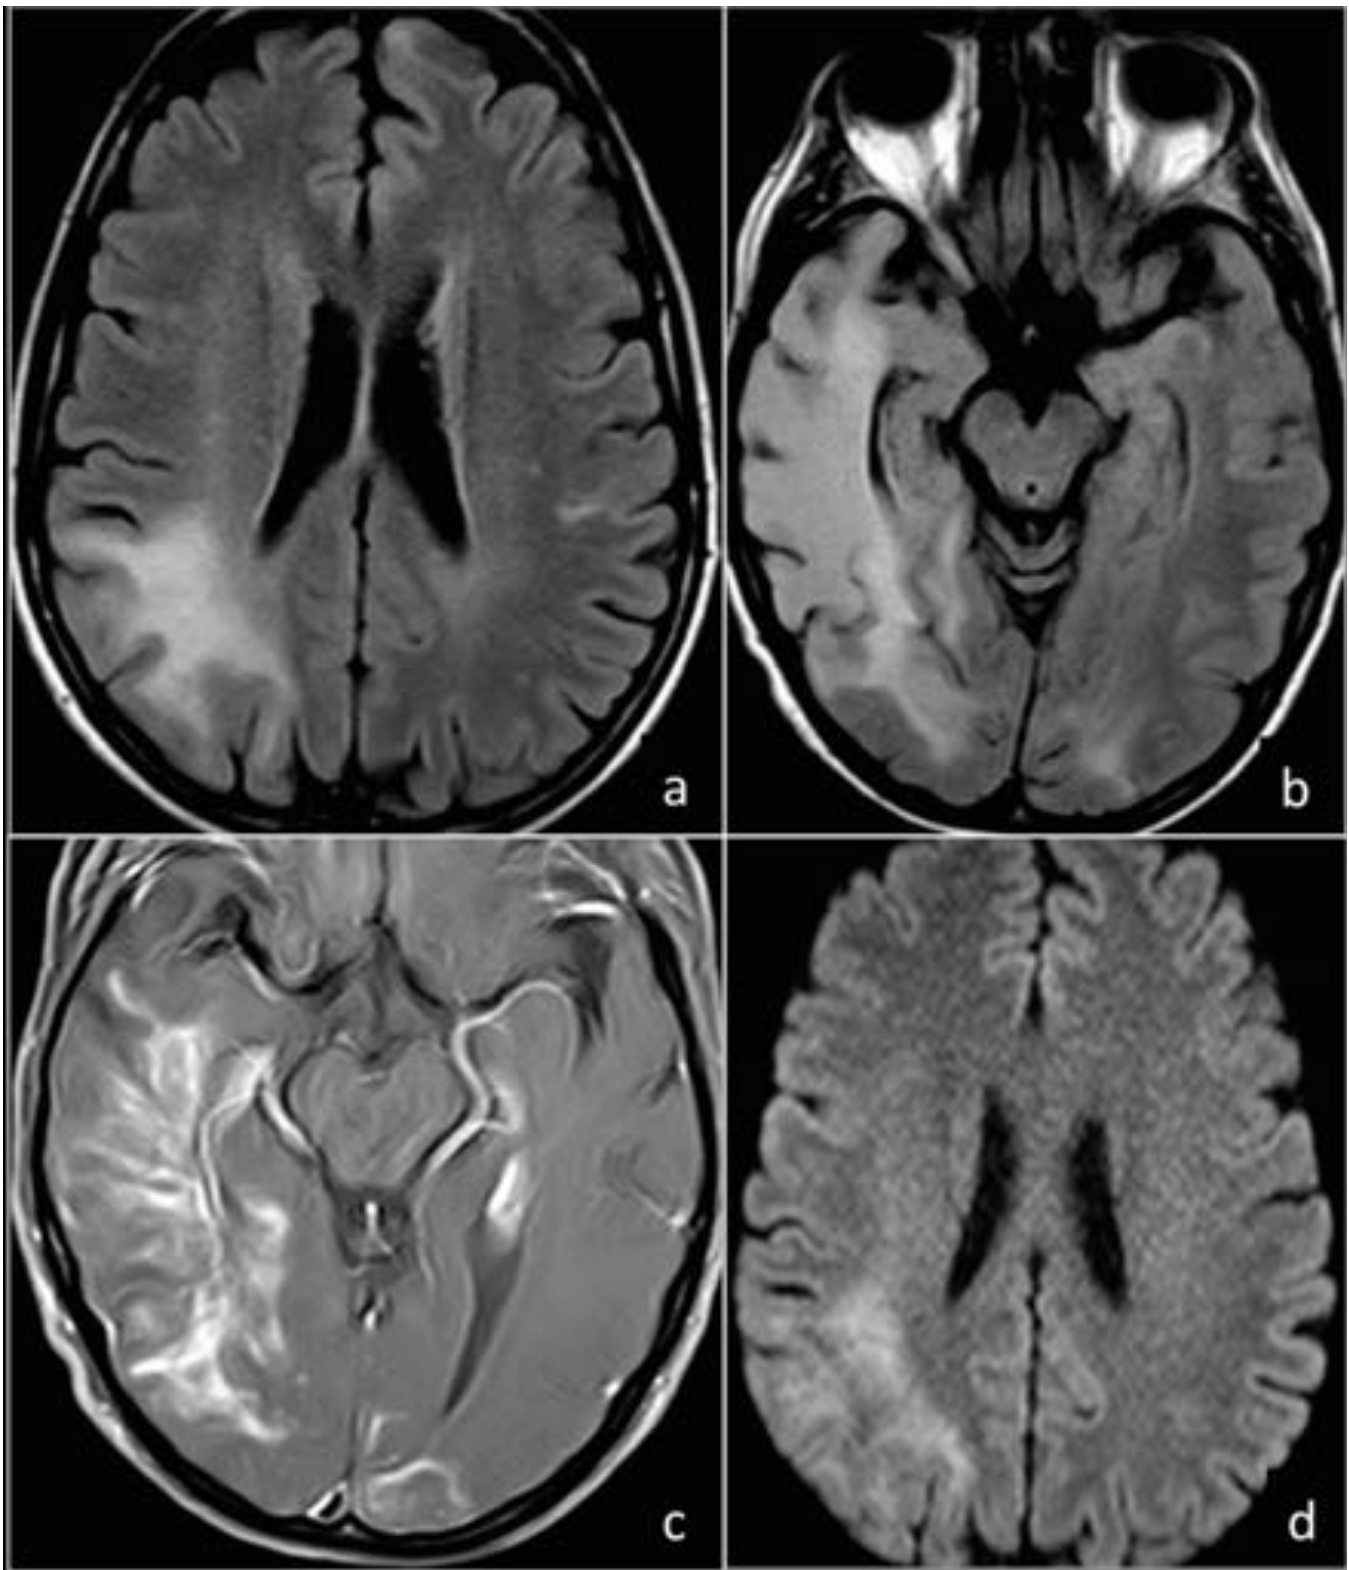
Paciente VIH+ con alteración de la memoria y disimetría con mano izquierda. Se aprecia lesión hiperintensa en FLAIR (a y b) de predominio subcortical con extensiones digitiformes a la corteza, de localización parieto-temporo-occipital derecha y con leve afectación contralateral temporo-occipital. Tras la administración de CIV se observa un realce irregular digitiforme (c) y áreas de restricción de la difusión (d), todo ello compatible con Leucoencefalopatía Multifocal Progresiva que se confirmó.
